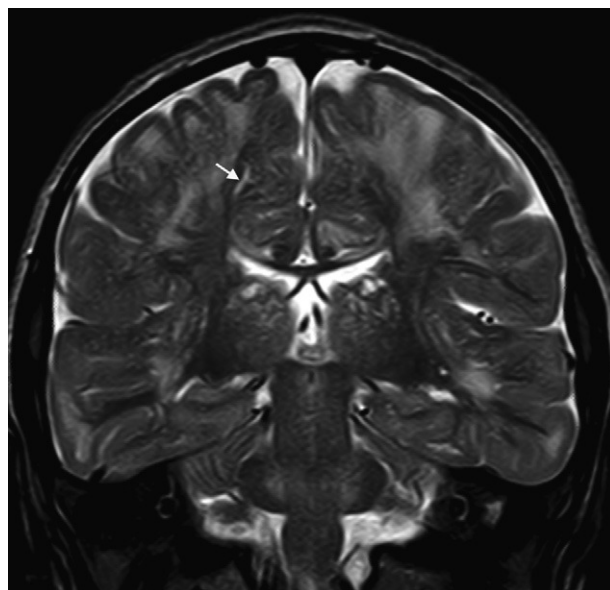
RM en plano coronal ponderada en T2 (FSE-T2). Se identifican cambios de señal hiperintensos en T2 en la sustancia blanca supratentorial y marcada dilatación de espacios perivascuales de Virchow-Robin (flecha) en paciente con síndrome de Hunter.
